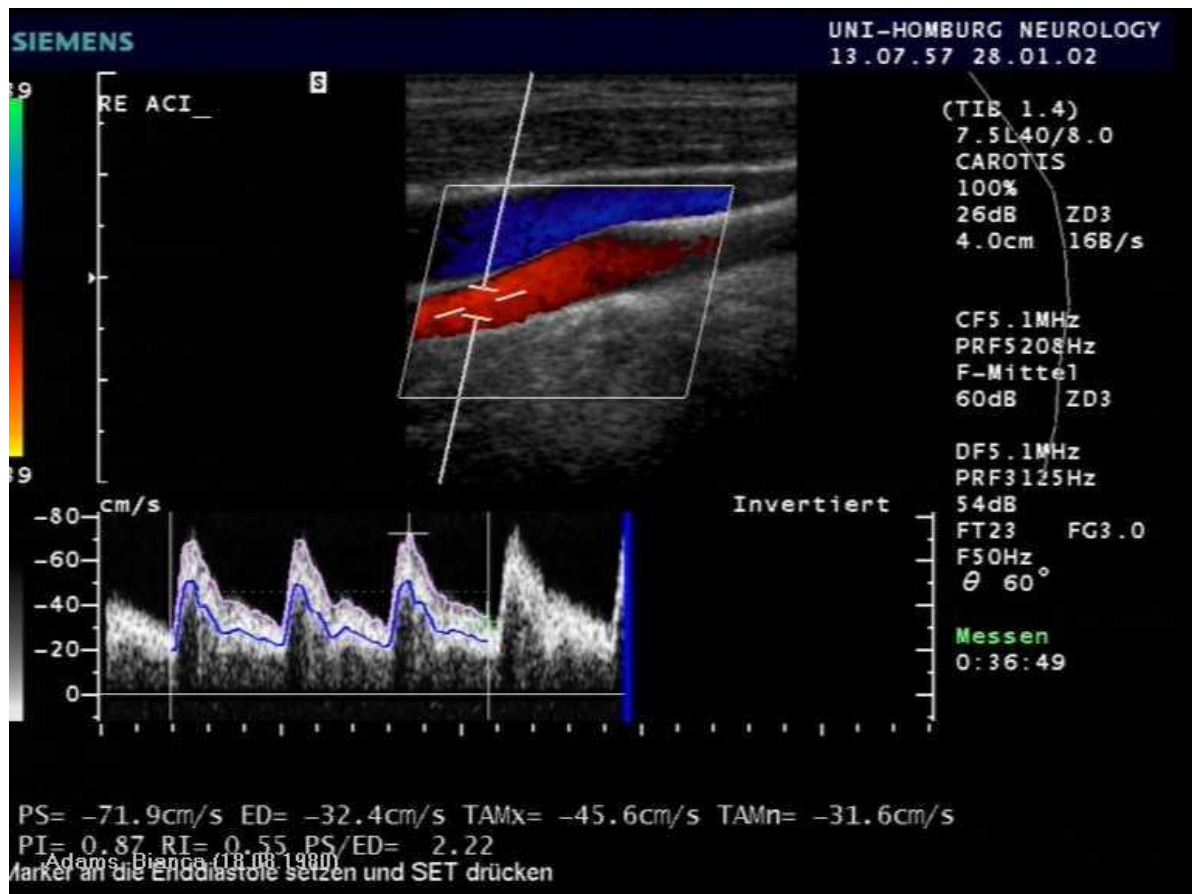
Duplexsonographische Untersuchung der ACI
